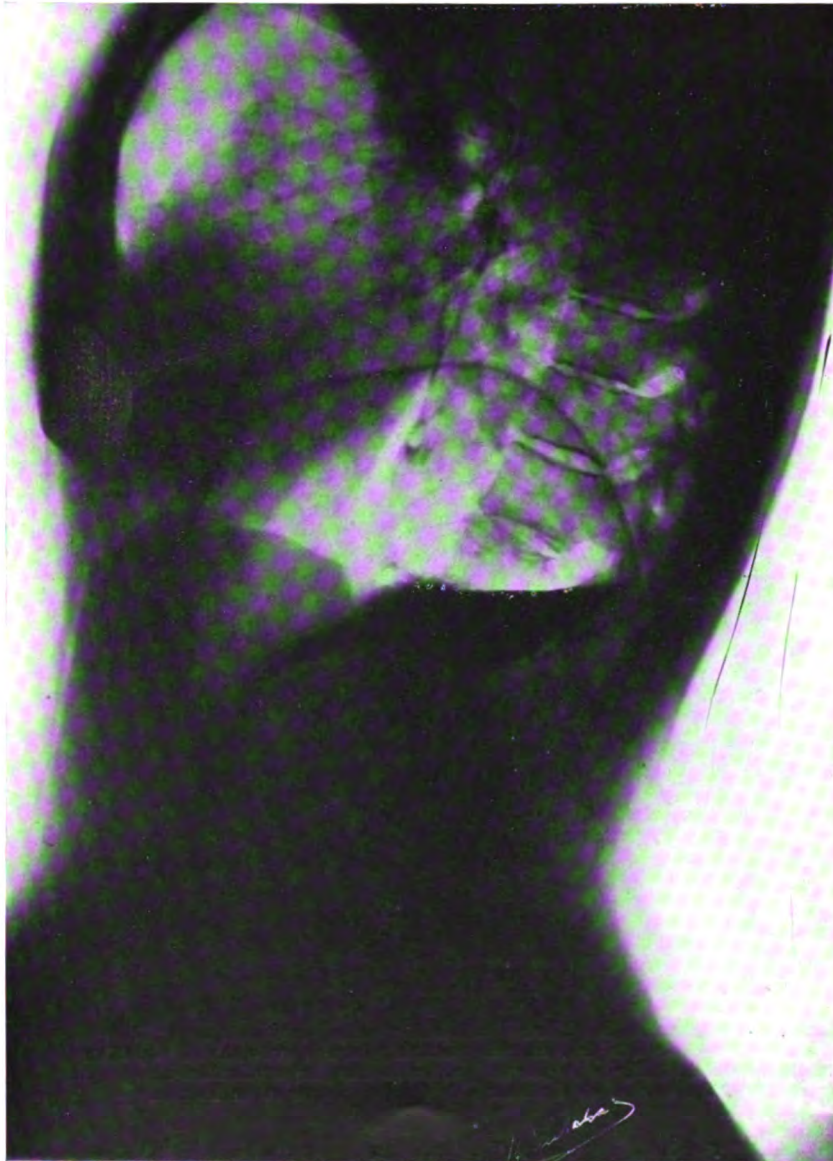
CAS III. — Téléradiographie thoraco-abdominale, mêmes données, position transverse gauche, respiration forcée maxima, pose 0",20.
